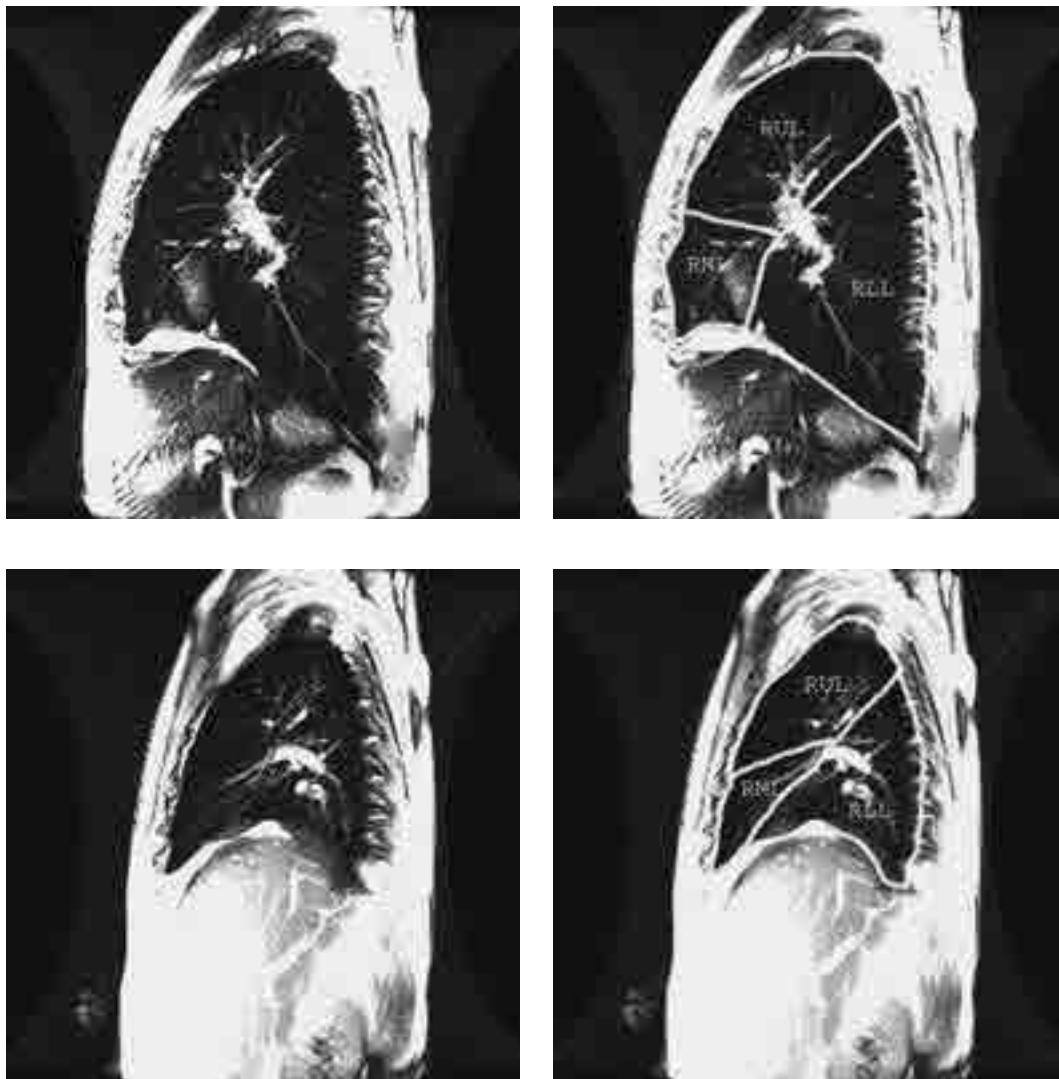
Figure Sagittal images of lung MRI using FIESTA (3.2/1.4/45) of a normal subject
